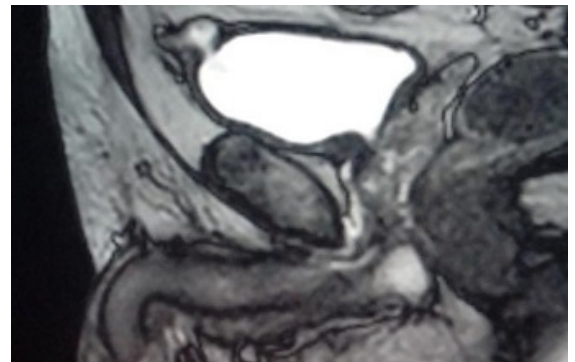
Imagen diverticular con engrosamiento en Resonancia Magnética
